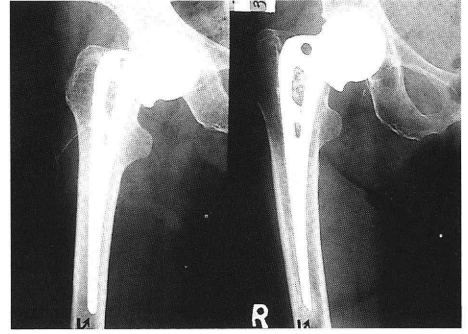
症例2: 左から術直後, 術後2年の単純X線写真。ステム先端の内側変位がみられる
